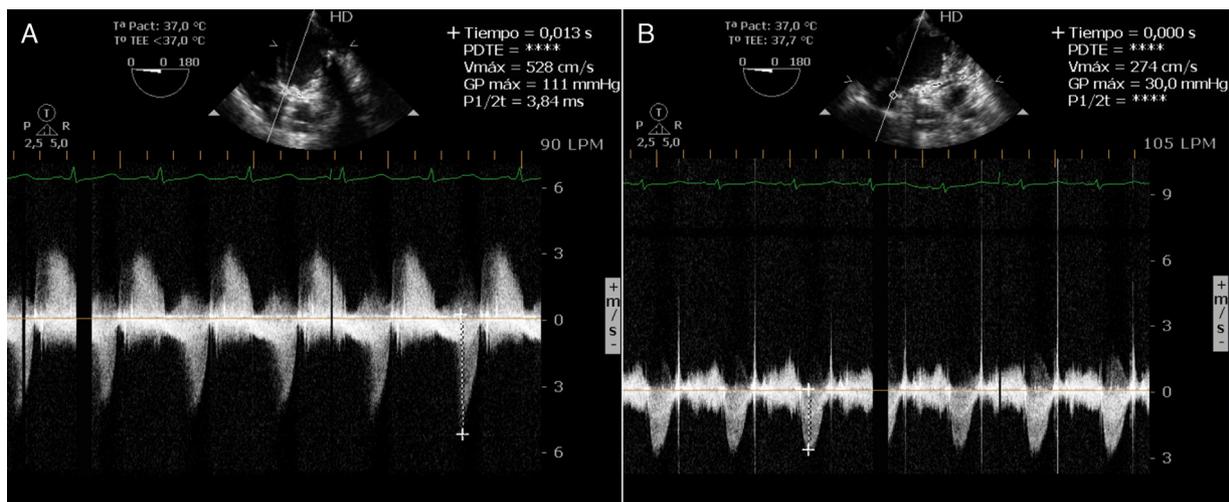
Ecocardiograma transesofágico intraoperatorio. El Doppler continuo muestra la velocidad pico a través de la prótesis aórtica. A) Antes de la cirugía el gradiente máximo era 111 mmHg, sin artefactos. B) Tras la cirugía el gradiente máximo era 30 mmHg y existían artefactos de movimientos de los hemidiscos.
